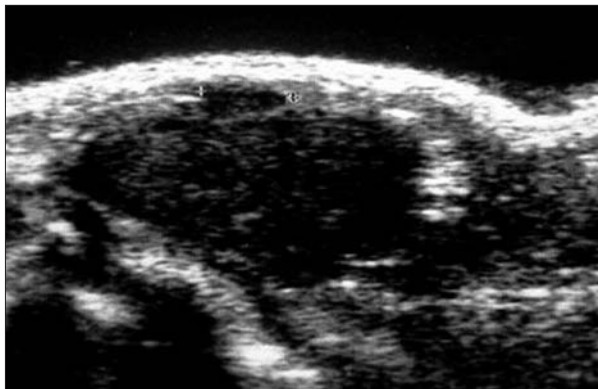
El estudio de ultrasonidos muestra una masa sólida homogéneamente ecogénica posterior al tejido mamario retroareolar (entre marcas).
